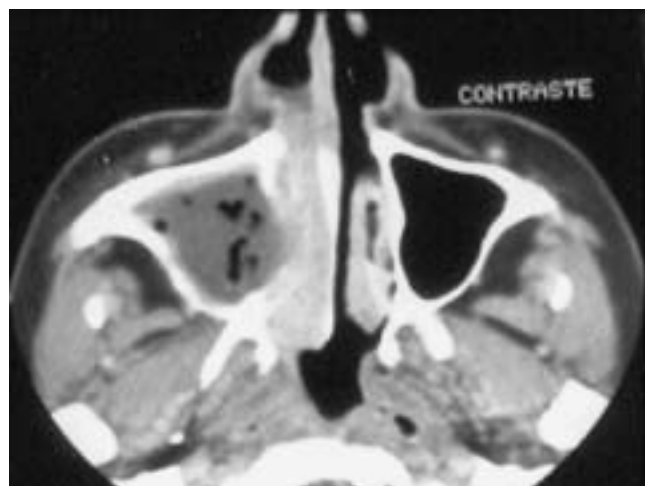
TC axial. Mucopiocele.
